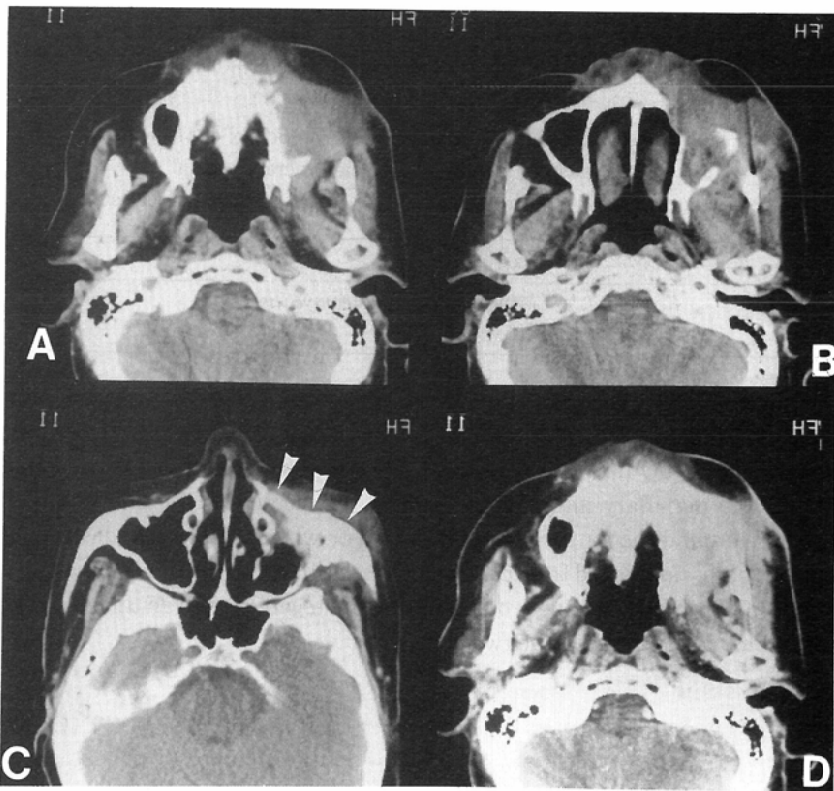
Case 1. (A~C: Plain CT images from caudal to cephalad. D: Enhanced CT image at the same level as A).
